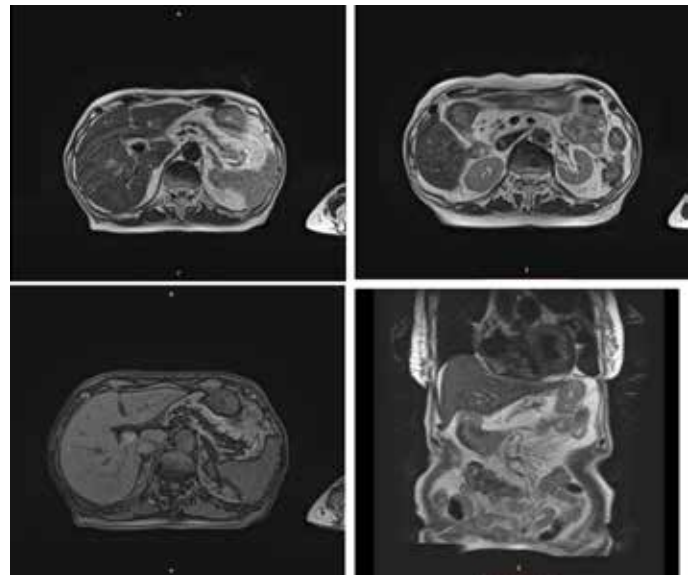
МРТ-снимки пациентки Г., 69 лет. Объяснение в тексте.
